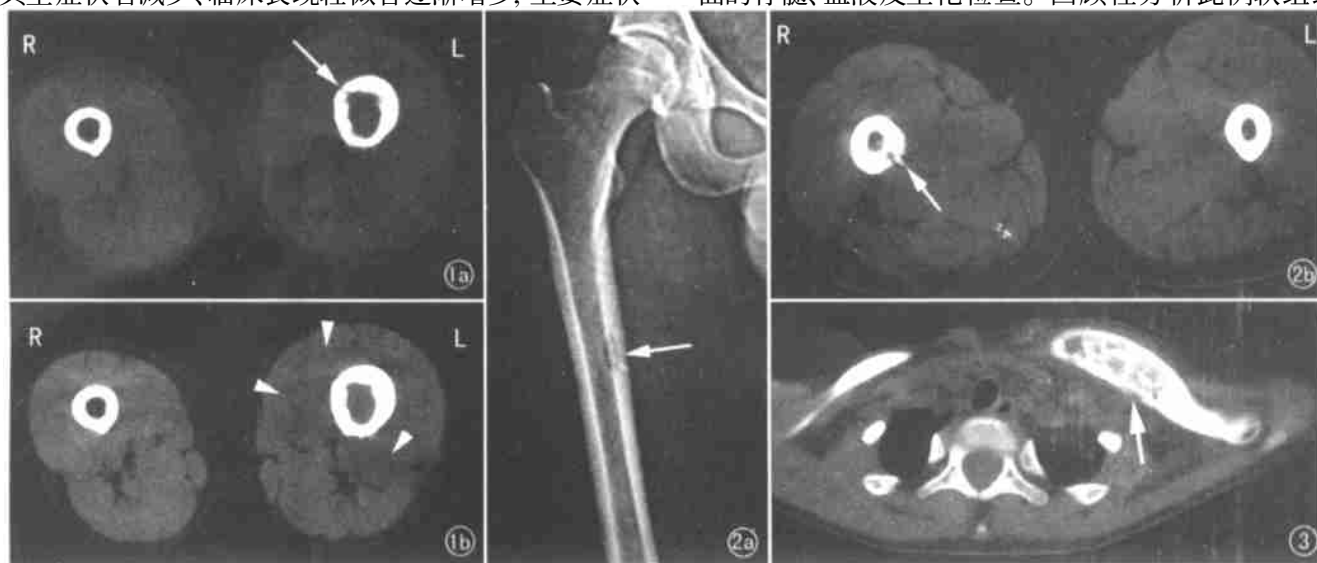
急性化脓性骨髓炎。a) CT 骨窗示左股骨干增粗, 并可见穿凿样骨皮质破坏(箭), 未见骨膜反应, 病变累及整个股骨, 左股骨干明显增粗, 术前误诊为淋巴瘤; b) 软组织窗示髓腔内密度增高, 股骨周围肌肉广泛肿胀、密度均匀减低(箭头), 肌肉间脂肪间隙变窄。图 2 骨皮质脓肿。a) CT 定位片上可见股骨中段局限性骨皮质透亮区(箭), 疑为肿瘤性病变; b) 轴位 CT 呈特征性骨髓炎改变, 表现为骨干内侧骨皮质局限性破坏缺损, 其内可见一小条形高密度死骨影(箭), 病变区外缘可见环绕患骨的线样较高密度影(骨膜反应), 其与骨皮质间为液体密度影, 邻近髓腔密度稍增高。图 3 慢性化脓性骨髓炎。CT 示左锁骨干明显膨大, 髓腔闭塞、密度不均匀增高, 髓腔内粗大增生的小梁结构及散在的不规则透亮区, 并见骨皮质破坏(箭), 边缘毛糙, 前方软组织较对侧增厚但边界清晰、密度均匀。
